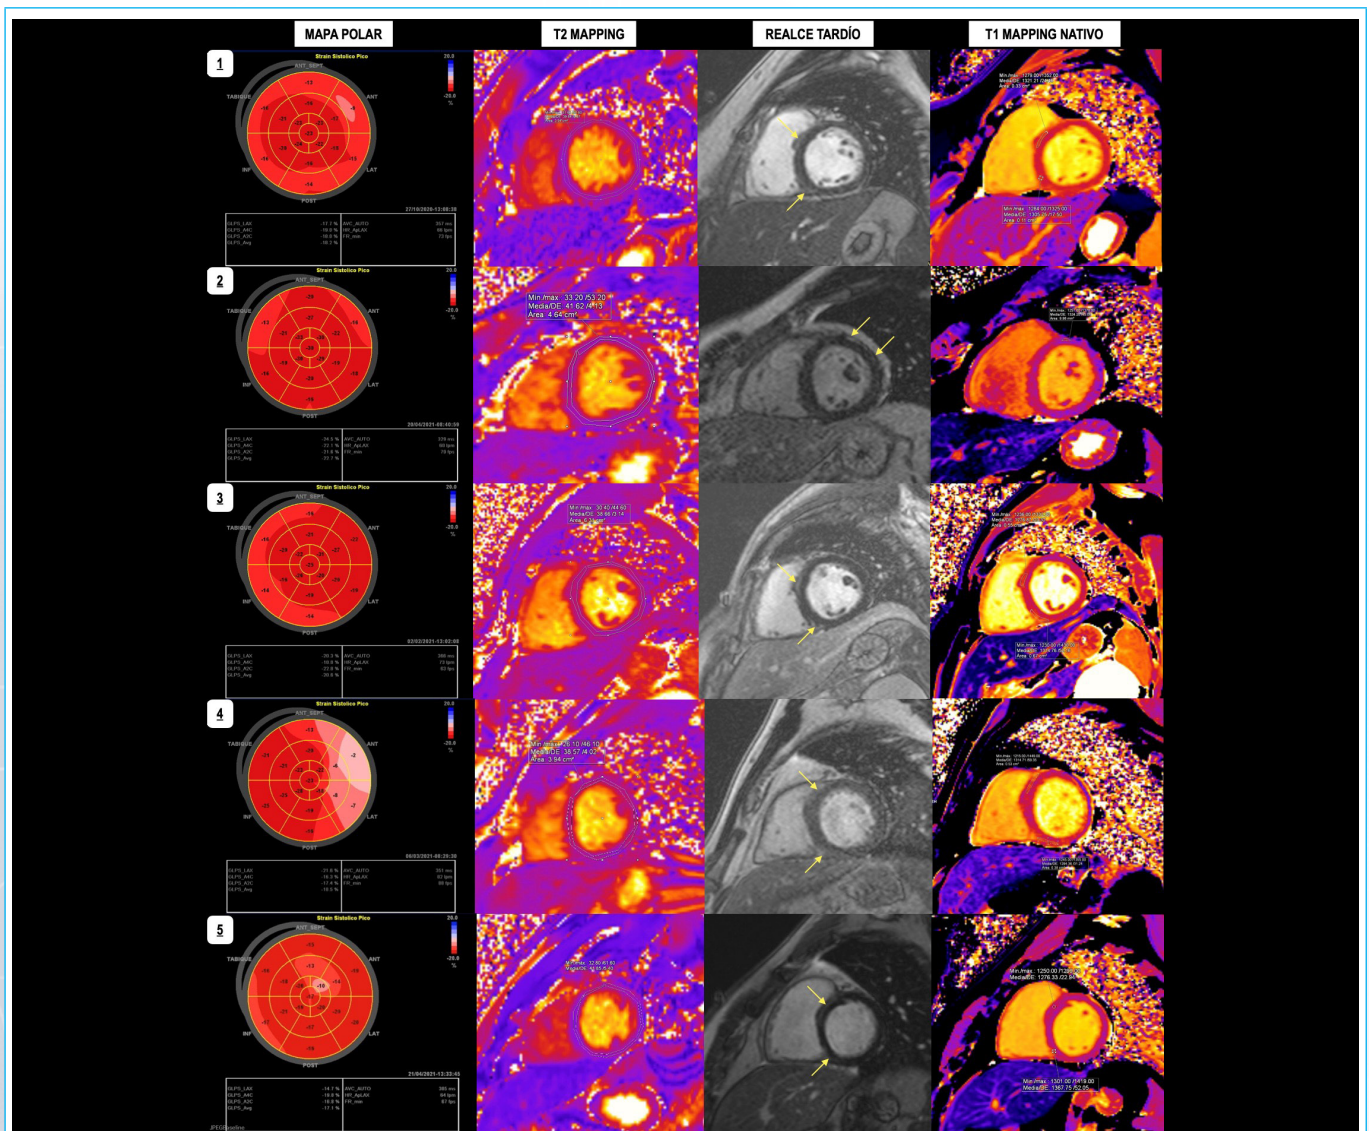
Resumen de hallazgos en estudios de ecocardiograma strain y resonancia magnética de 5 casos de pacientes recuperados de infección COVID-19.
